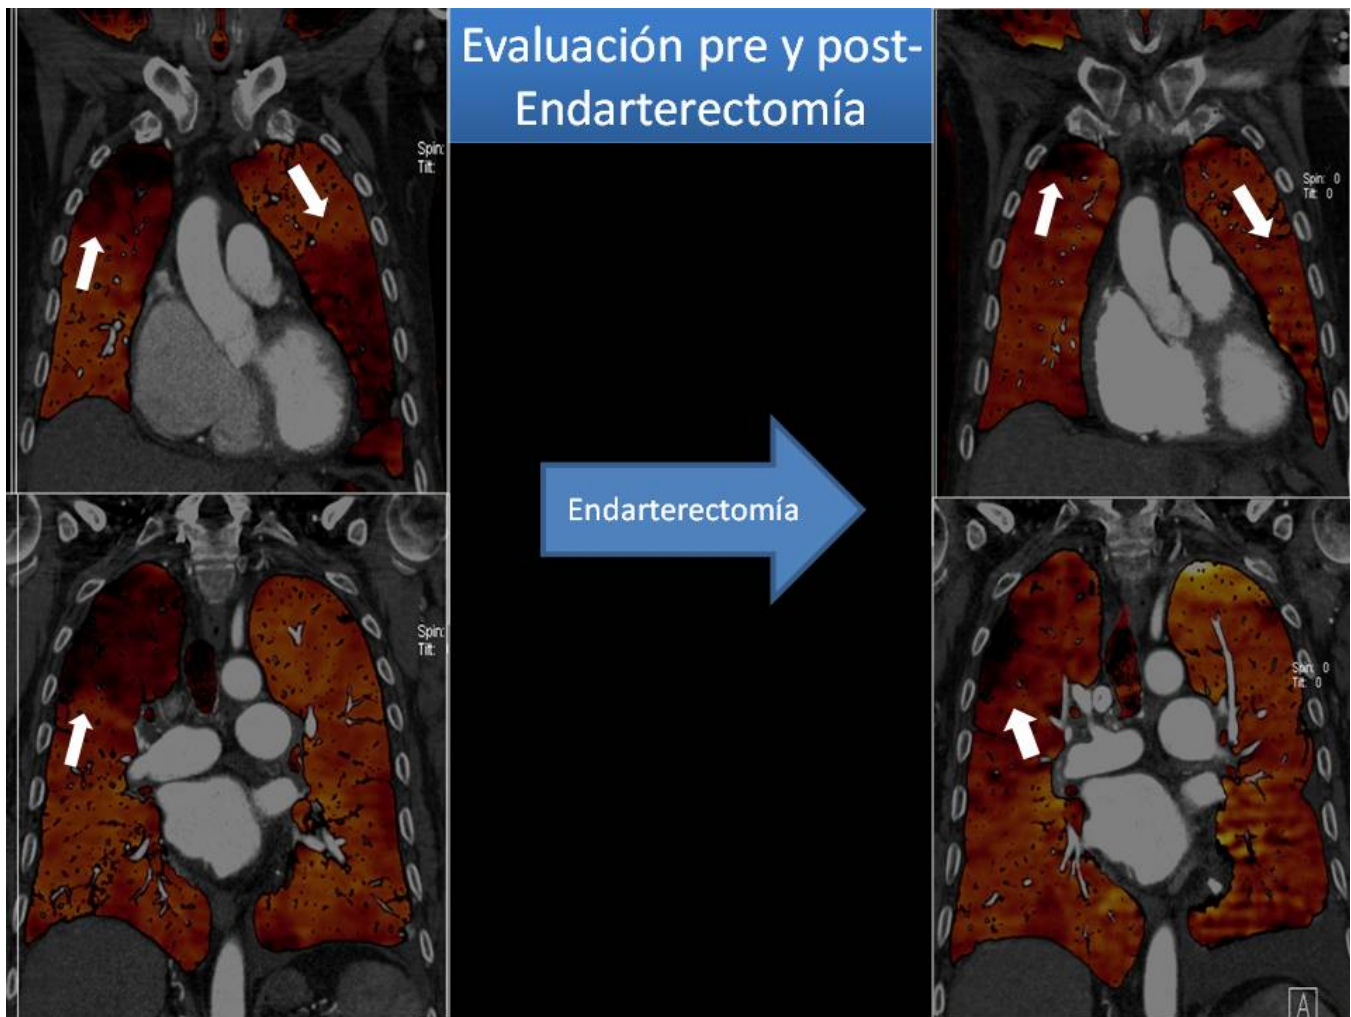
TC dual en la evaluación pre y post-endarterectomía. Se observan defectos de perfusión en los mapas de yodo localizados en LSD y lingula (flechas) con importante mejoría de la perfusión en el LSD y resolución del defecto en la lingula (flechas) post-endarterectomía.
